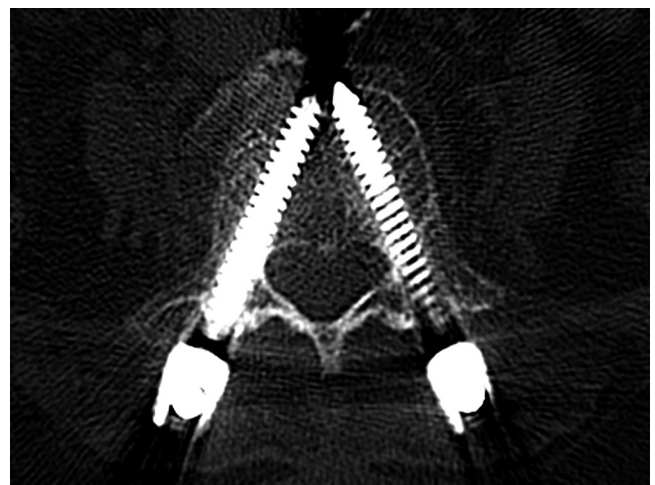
Axial CT scan shows bicortical screw fixation purchasing through anterior cortex of vertebral body.
